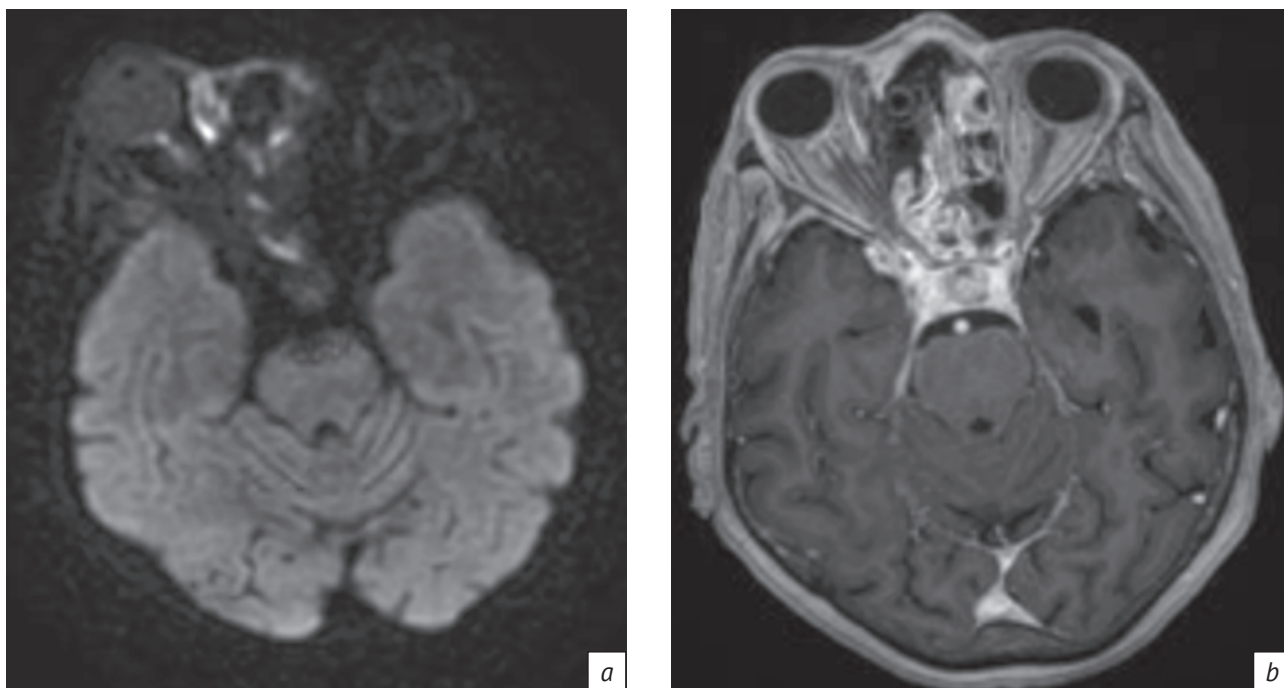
МРТ-изображение в режиме ДВИ в аксиальной плоскости (а): утолщение и усиление МР-сигнала оболочек правого зрительного нерва. МРТ в режиме Т1-ВИ в аксиальной плоскости после внутривенного введения контраста (б): накопление контраста оболочками правого зрительного нерва
